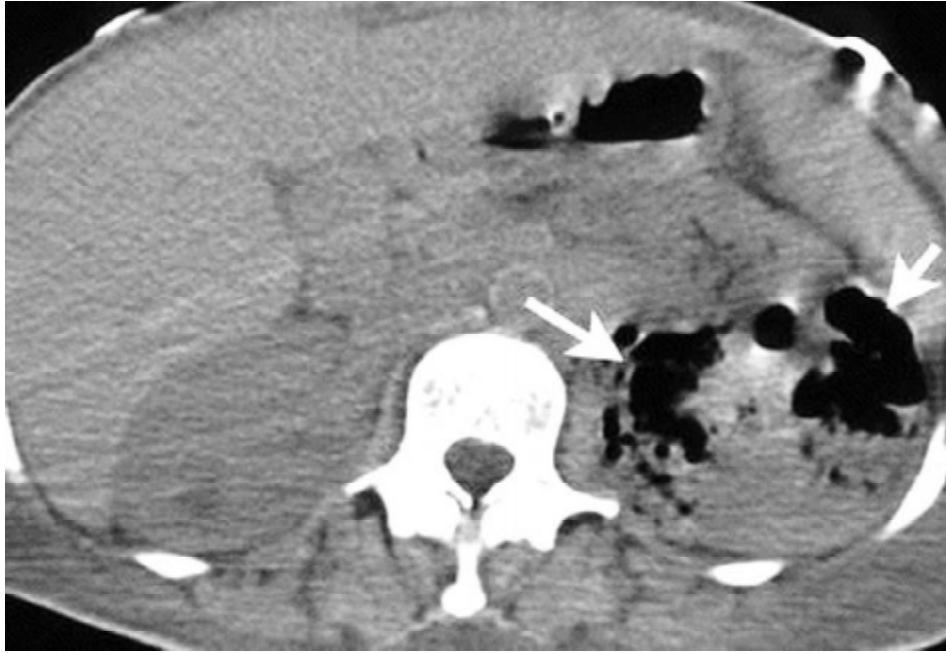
image de pyélonéphrite emphysémateuse sur une TDM rénale [89]
